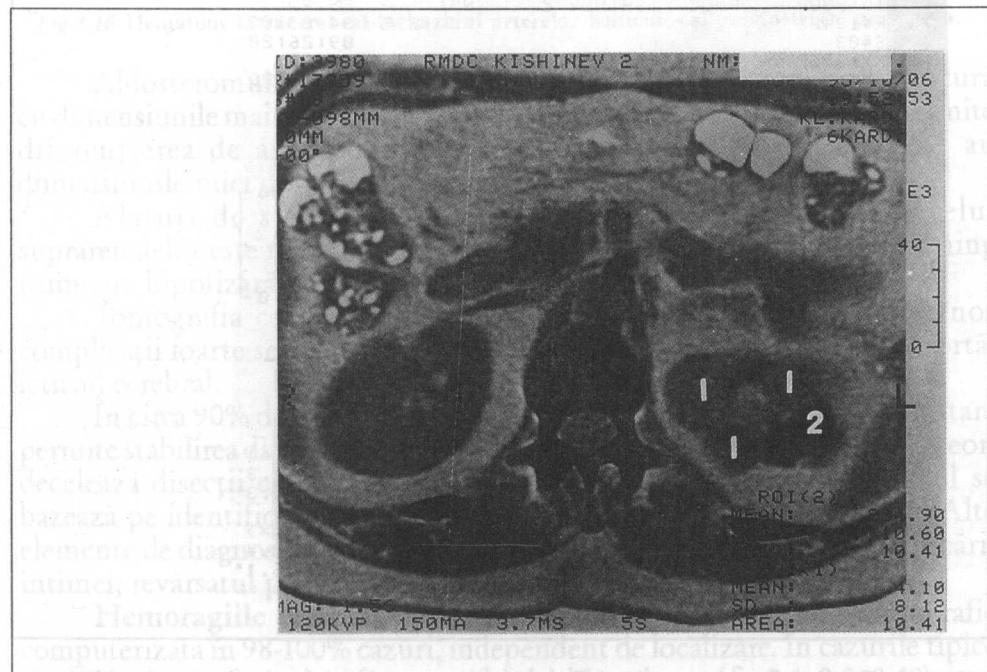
Chisturi solitare multiple (1) ale rinichului stâng la tomografie computerizată, unele din ele calcificate (2).
